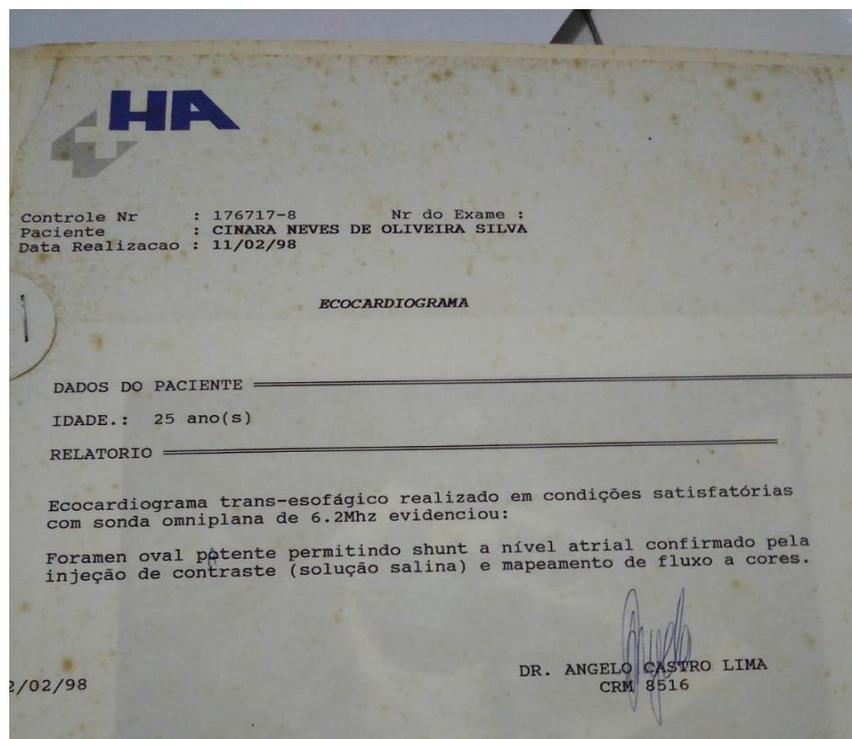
Relatório do Ecocardiograma da paciente em 11/02/1998
